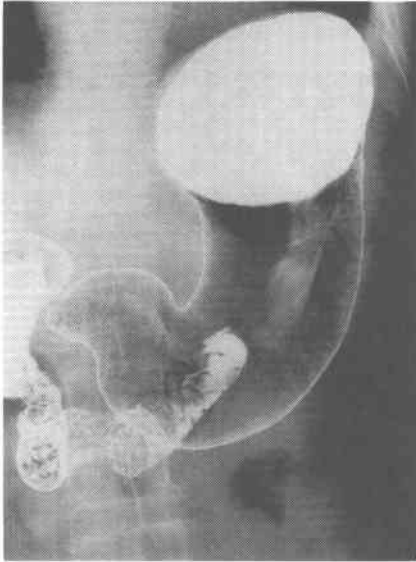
胃 X線二重造影像。胃体上部に多中心性の粘膜ヒダの集中(右図、矢印)と幽門部にバリウム斑と胃小区の不整を認める(左図、矢印)。
